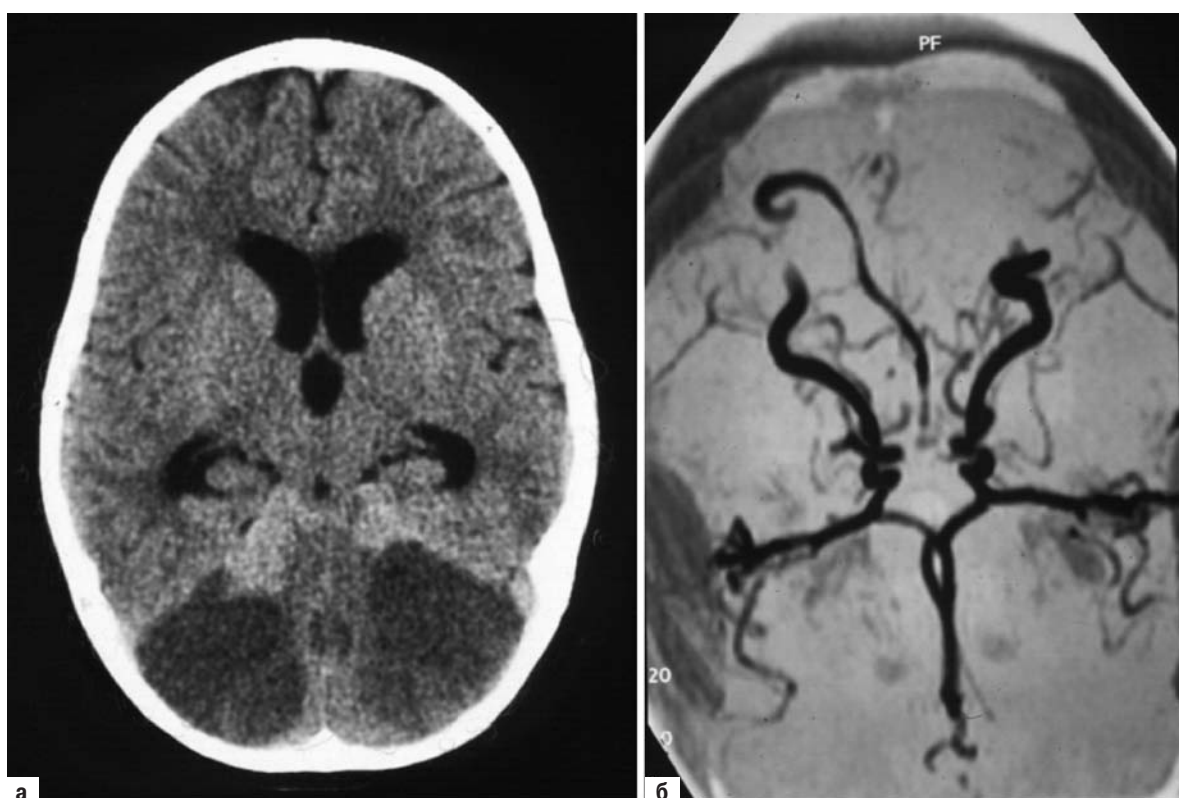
А Повторная КТ у мальчика с ШКГ 15 баллов при поступлении, состояние которого ухудшилось через два дня после травмы. Инфаркт полушарий мозжечка объясняет клиническую картину. Б МРТ ангиография демонстрирует отсутствие левой позвоночной артерии с некоторыми нарушениями в верхней части основной артерии (диссекция позвоночной артерии).
